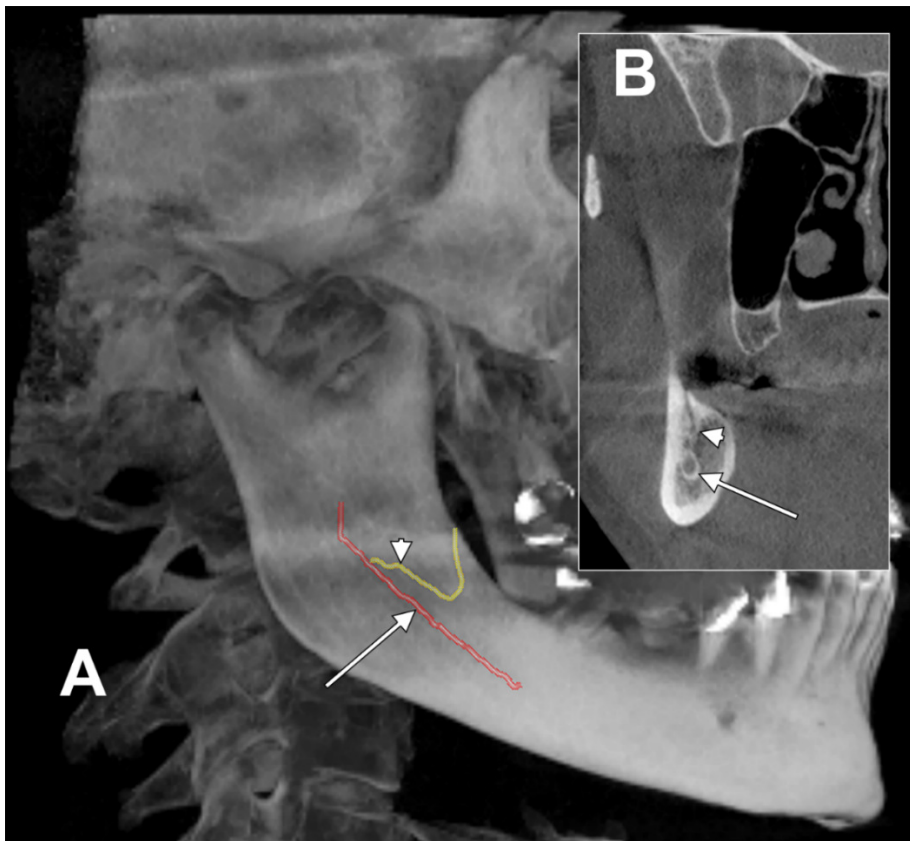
Canal retromolar. A.Randare tridimensională CBCT, vedere laterală partea dreaptă.. B.Sețiune coronală prin canalele mandibular (săgeata) și retromolar (vârf de săgeată).
